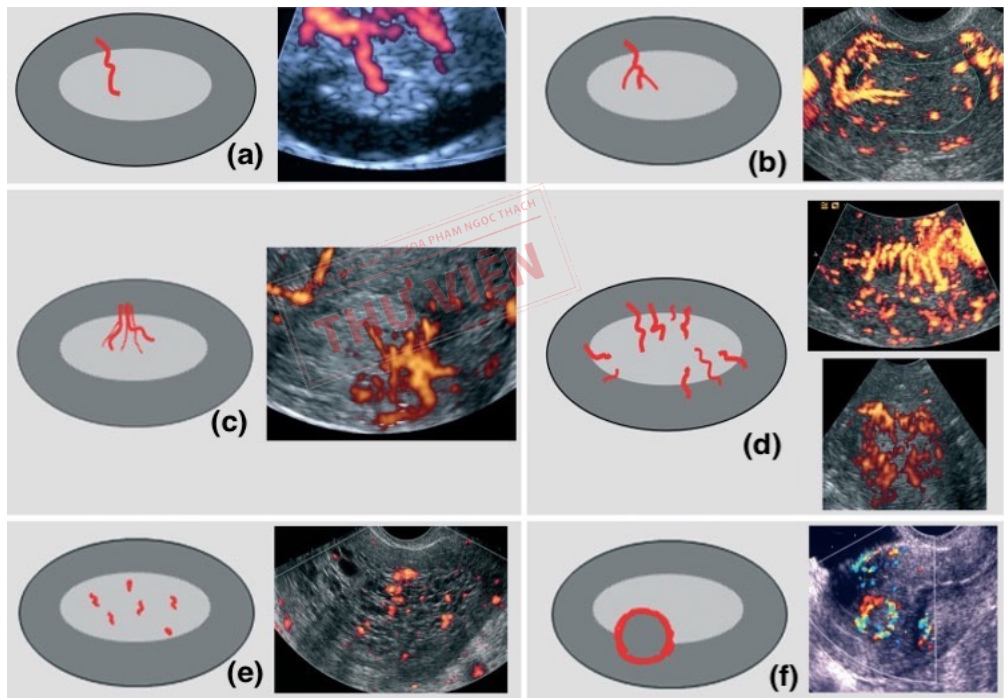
Đánh giá Doppler của NMTC<sup>49</sup>
